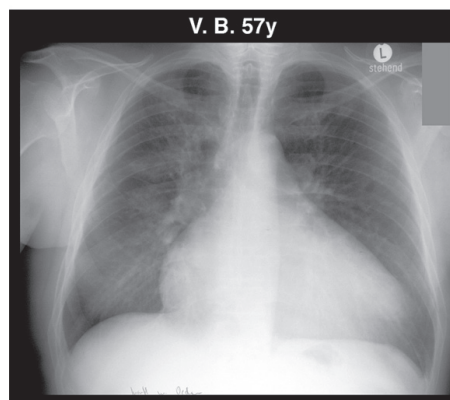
Прицельная рентгенография грудной клетки у пациента с ОДСН
